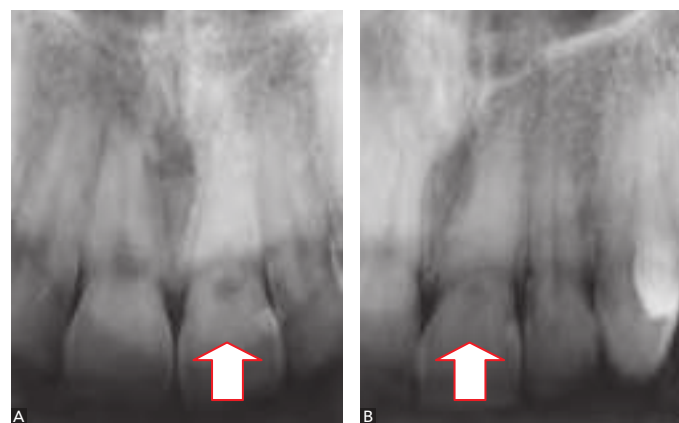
A Metamorfose Cálcica da Polpa distingue-se pela obliteração do espaço pulpar caracterizada pelo apagamento ou velamento dos limites pulpares, que ocorreu durante o ano imediatamente após os procedimentos cirúrgicos relacionados. Depois da completa obliteração e escurecimento coronário, o tratamento endodôntico praticamente se inviabiliza. Em 24% dos casos, ao longo do tempo, a situação evolui para necrose pulpar e lesão periapical crônica.
